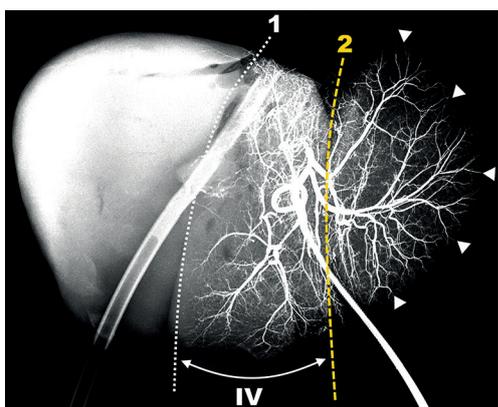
Рентгенограмма с контрастированием правой ветви собственной печеночной артерии: 1 – белая пунктирная линия – проекция линии Rex-Cantlie; 2 – желтая штриховая линия – проекция прикрепления серповидной связки; IV – проекция границ IV сегмента; белые треугольники – терминальные интраорганные артерии, не анастомозирующие между собой
